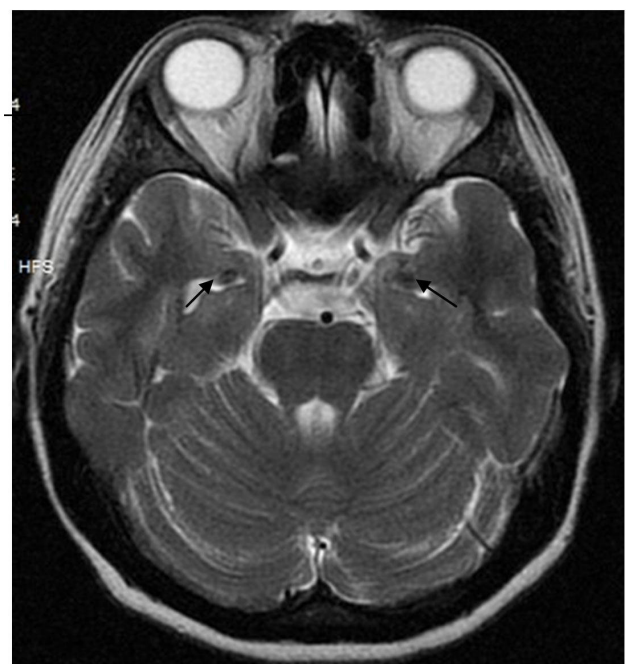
Axial T2-weighted MR imaging reveals bilateral symmetric hypointense lesions in the medial temporal lobes (arrows)
